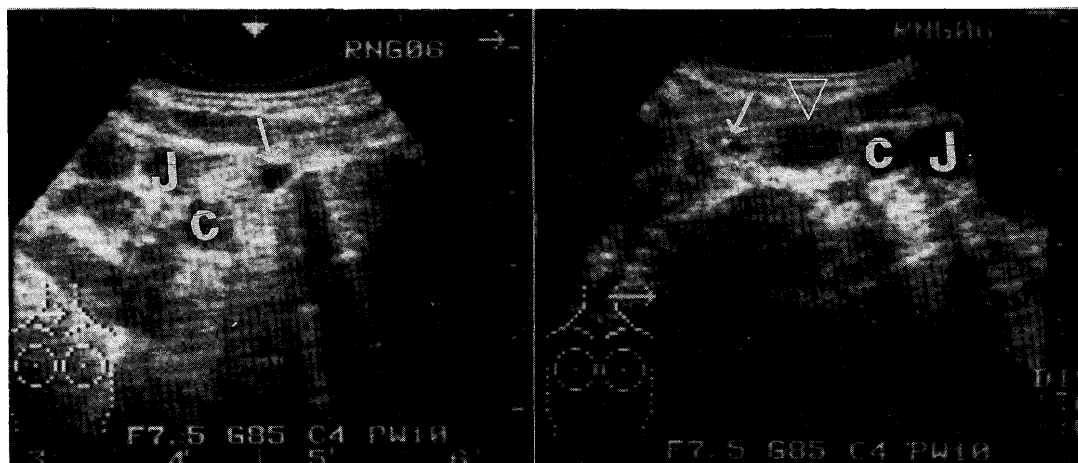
Transverse ultrasonograms show small anechoic nodules (arrows) in both lobes of thyroid and enlarged lymphnodes.
